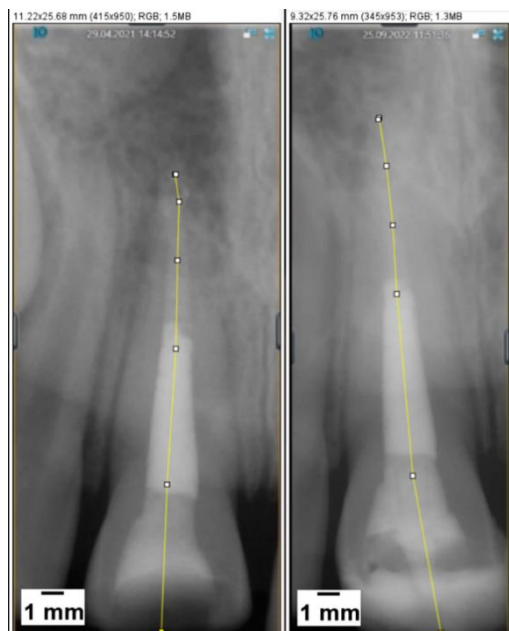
Цифровые прицельные внутриротовые рентгенологические снимки с опорными точками в динамике пациента из I группы, в которой использовался материал с гидроксидом кальция
